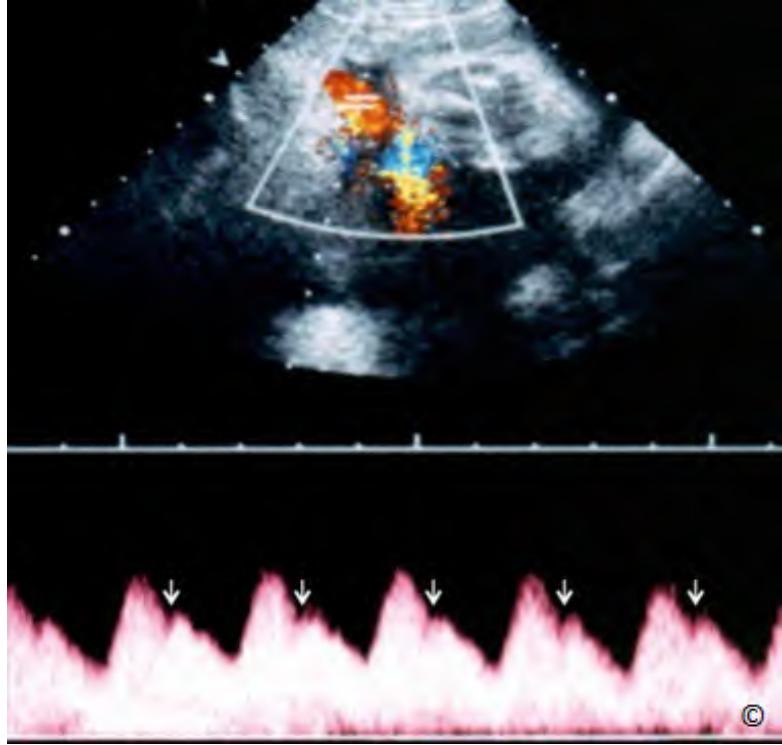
Song thai một nhau – một ối với dây rốn thắt nút được thấy ở Doppler màu (giống thai ở hình 7.10). Hiện diện một chùm dây rốn giữa hai thai nhi.
